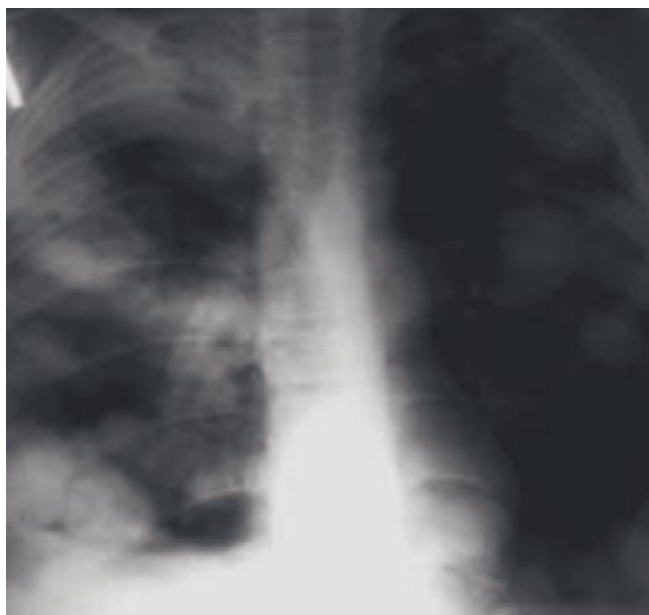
Chest x-ray in the frontal projection. In both lungs, numerous rounded shadows are determined — echinococcal cysts.
